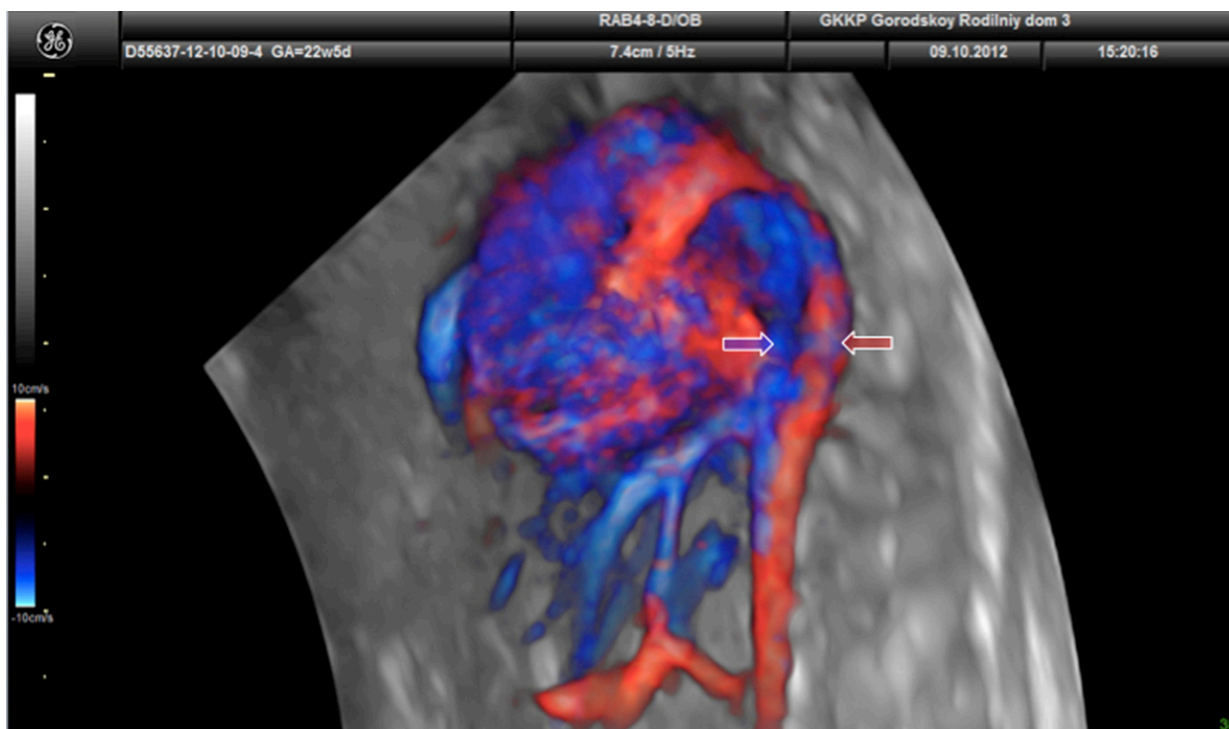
Томографический режим у плода с правой дугой аорты в 20 недель беременности. «U»-образное слияние аорты и артериального протока с расположением трахеи (стрелка) между ними.
